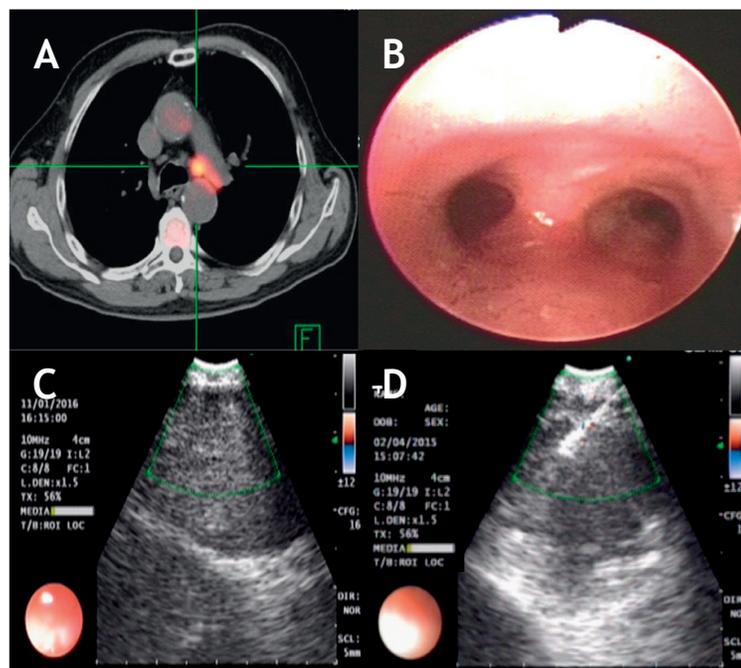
A. PET-CT with a hypermetabolic mediastinal lesion. B. Endoscopic appearance without endobronchial lesions. C. Lesion identified by ultrasound. D. Needle puncture in real time for sampling.
